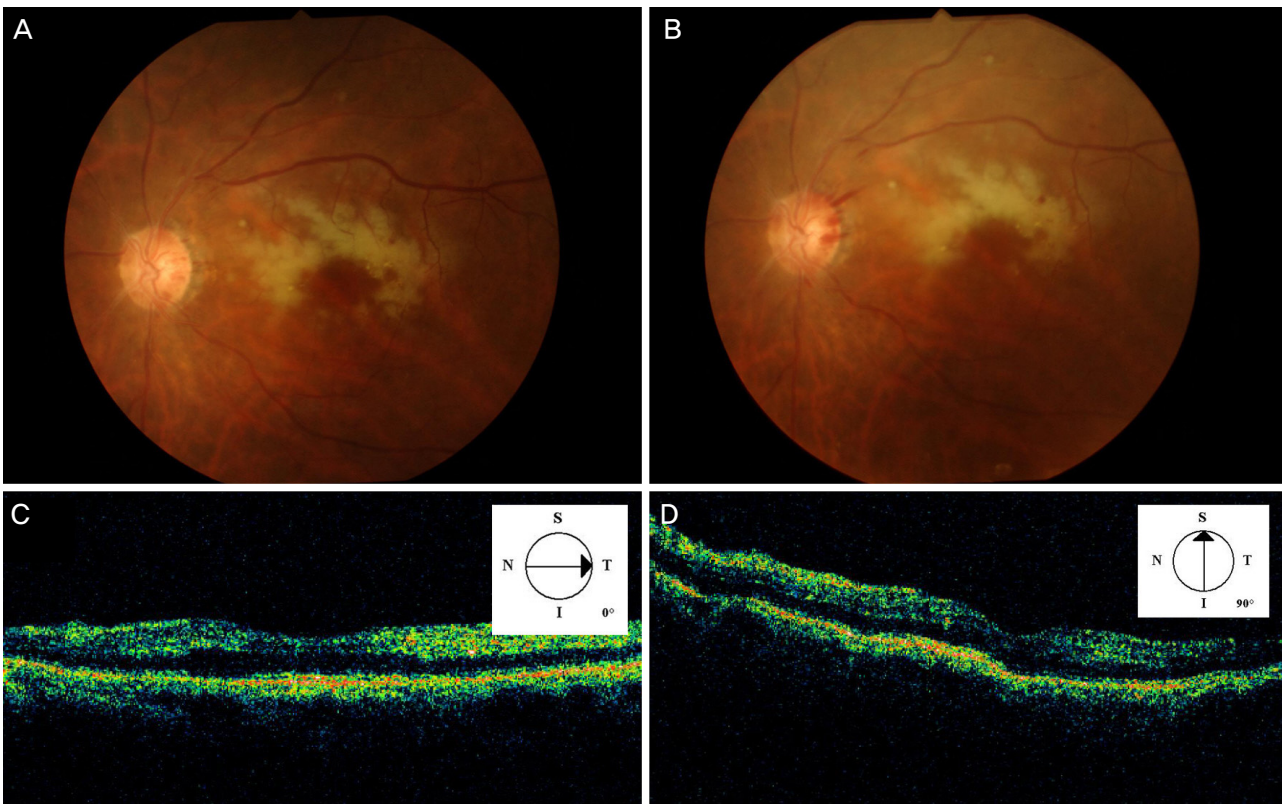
A week after intravitreal injection of triamcinolone, the fundus photograph. (A) Diffuse whitening of the perimacular retina and attenuated retinal vasculature. (B) 8 weeks after intravitreal injection, persistent whitening of the posterior pole and newly developed disc hemorrhage was observed on fundus photograph. (C, D) However, optical coherence tomography shows decreased macular edema. S = superior; N = nasal; T = temporal; I = inferior.
